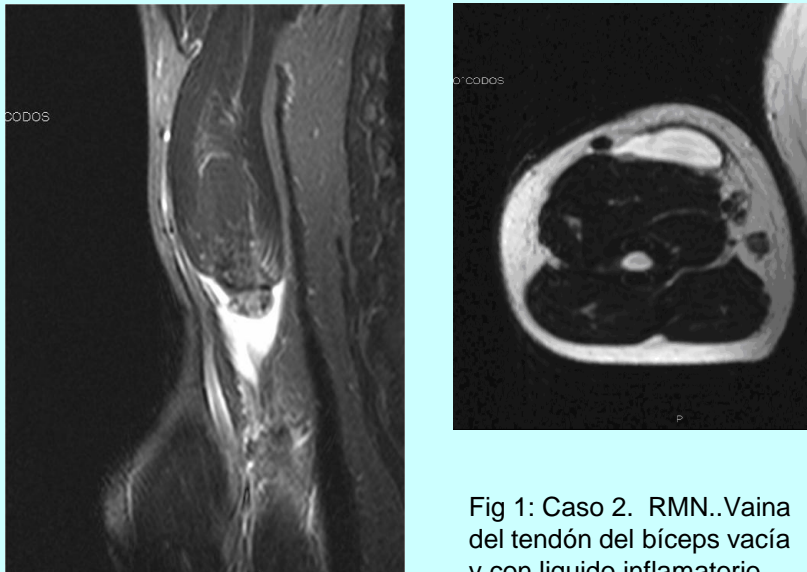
Caso 2. RMN..Vaina del tendón del bíceps vacía y con liquido inflamatorio.
